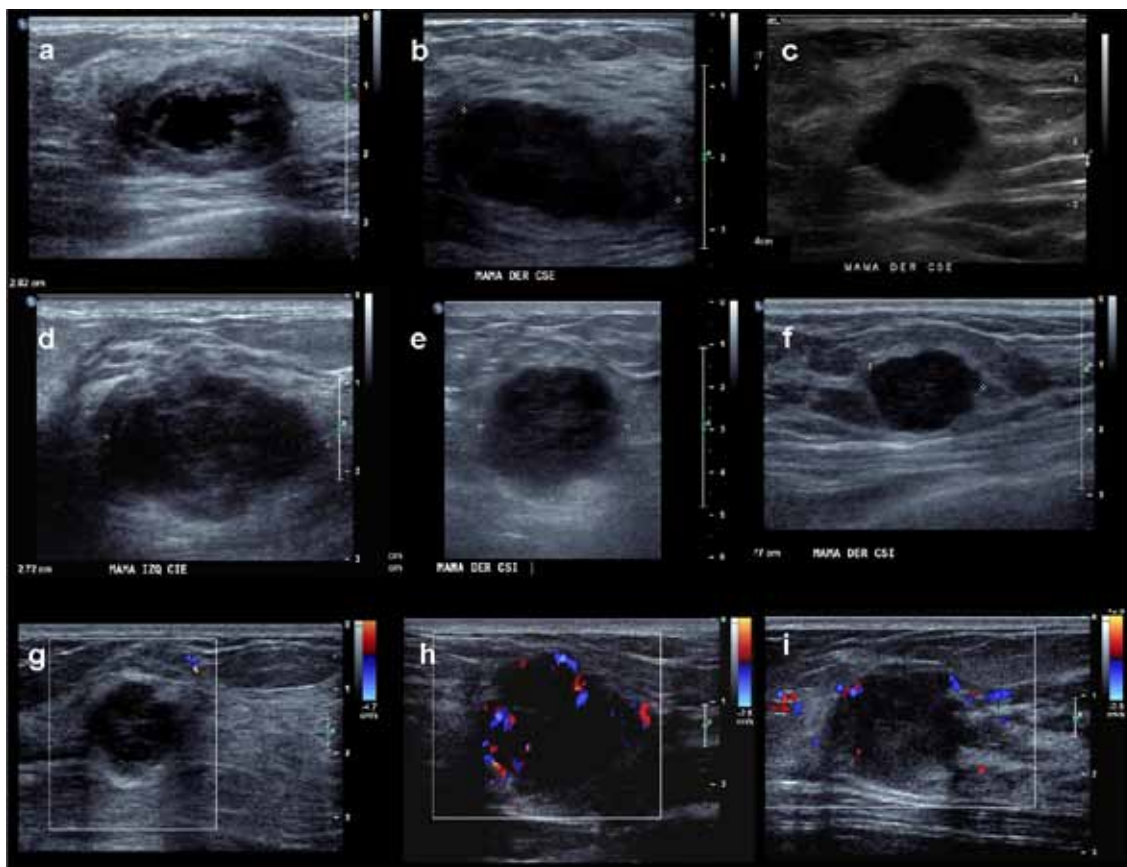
Patrón ultrasonográfico típico de los CTN, encontrado en el 52% de los casos de esta serie (a-f): lesiones marcadamente hipocogénicas, casi quísticas con ecos internos (a-i), algunas son mixtas (a), varias tienen forma redonda (e,f), márgenes circunscritos (c,e,f), contornos lisos o lobulados (c,e,f), producen reforzamiento posterior (a,b,d,e) – sugiriendo una lesión no sospechosa. Se localizan preferentemente en el tercio posterior de la glándula (a-i), dejando a veces huella sobre el músculo pectoral (c,g). Al Doppler color se ven avasculares (g) o vascularizados, pero sólo se detecta vaso en la corteza de la masa (sin vasos centrales) y numerosos vasos aferentes (h,i).
